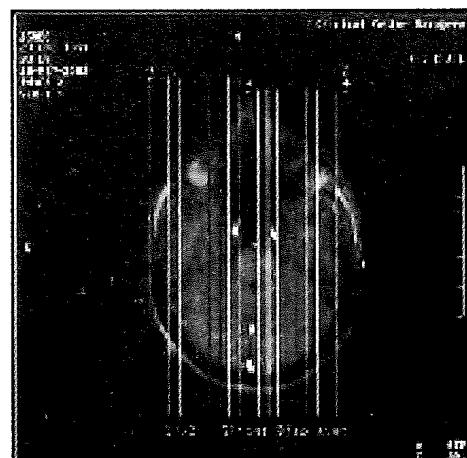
Sagittal MRI scans- the slice at the parahippocampal gyrus and hippocampal formation level
